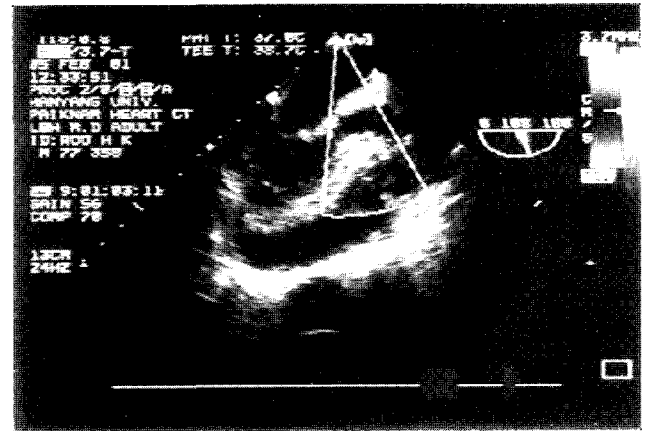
Postoperative Transesophageal echocardiography shows improved aortic regurgitation(arrow).
